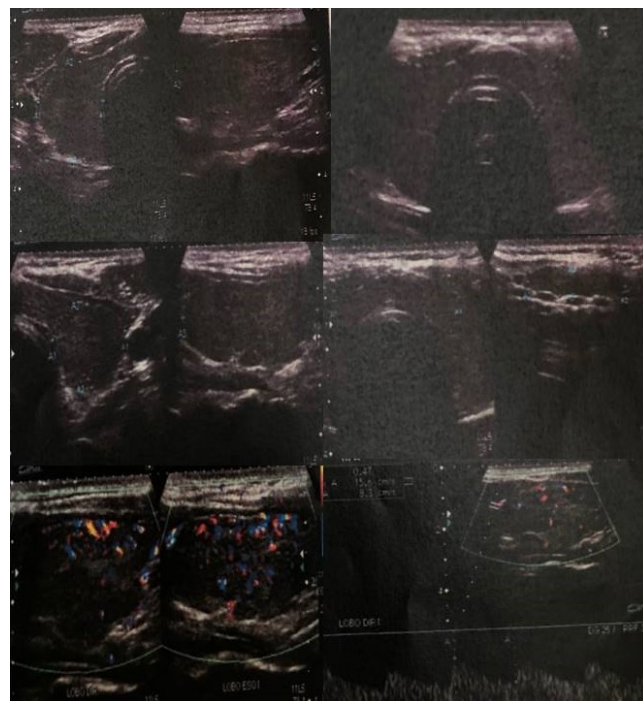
Imagens de ultrasonografia de tireoide com Doppler mostrando aumento da glândula e parênquima predominantemente hipoeecóico com finas traves hiperecoicas de permeio; indicando tireodeopatia parenquimatosa difusa e com discreto aumento fluxo vascular.
